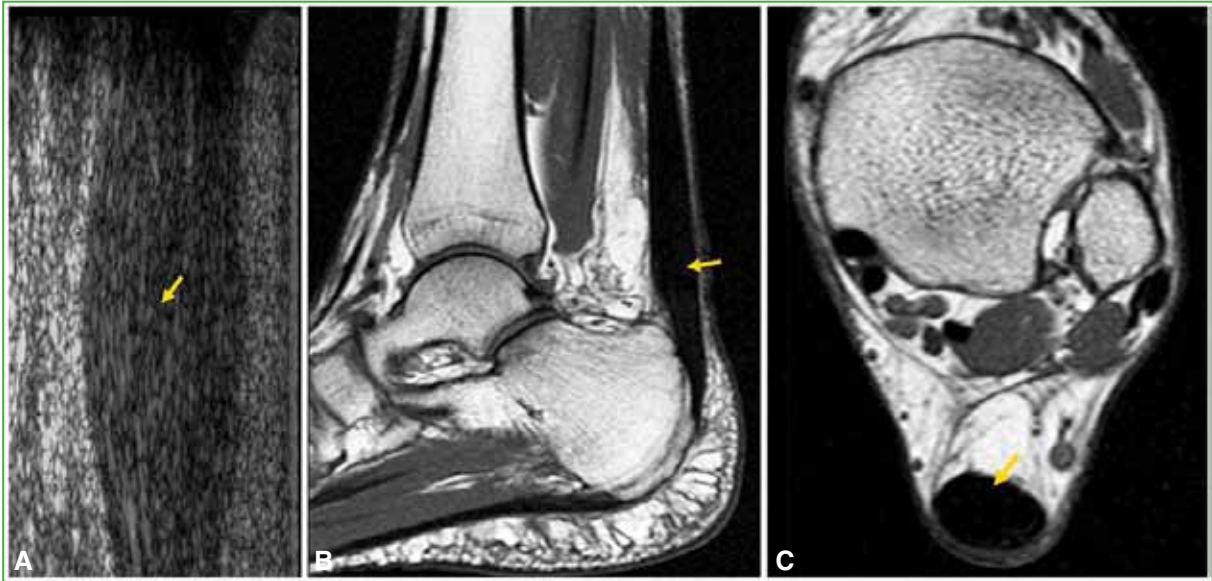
Tendinosis del tendón de Aquiles. El tendón está engrosado con cambios en la ecogenicidad (A) y señal de resonancia magnética en secuencias sagital T1 (B) y axial T2 (C).
